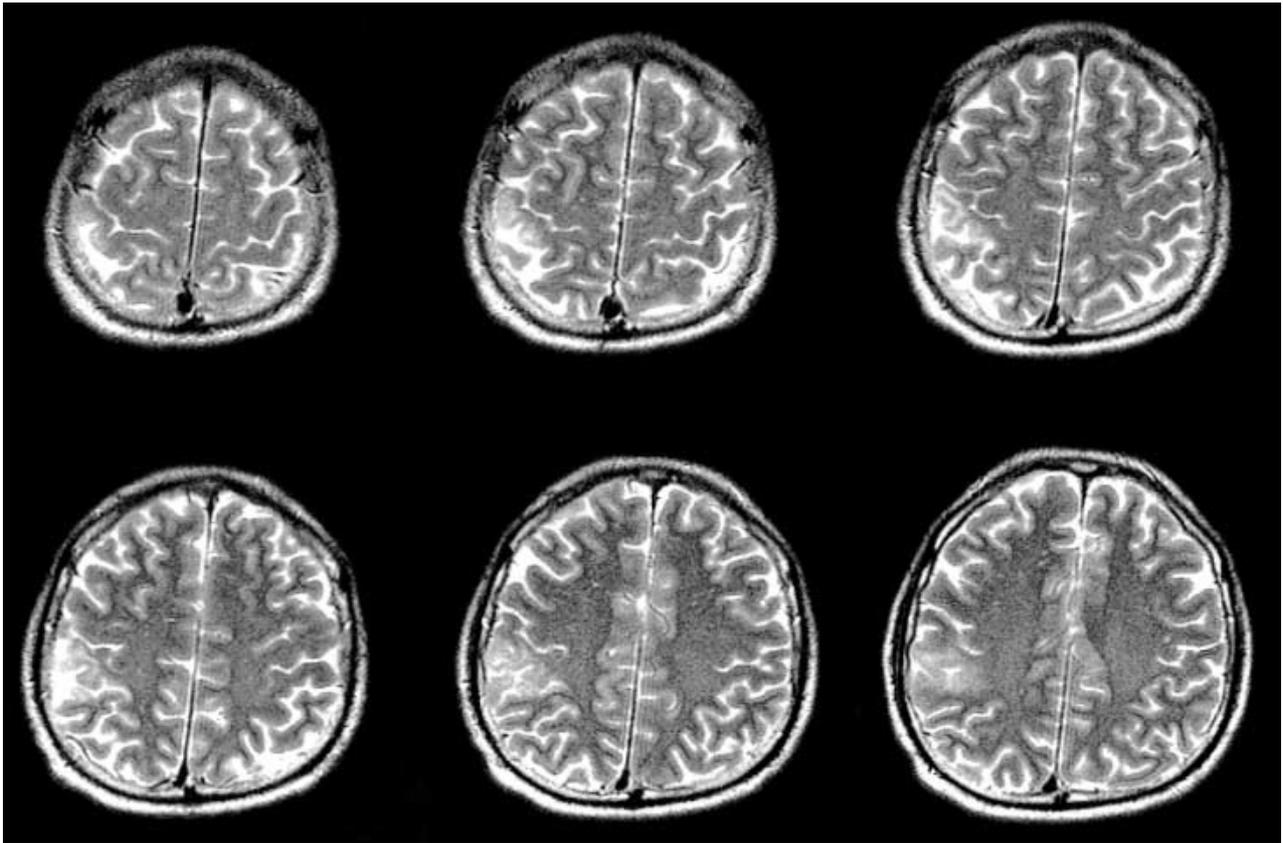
Axial view of T2-weighted MRI image. High signal intensities are found in the left frontal area, particularly the precentral gyrus.
